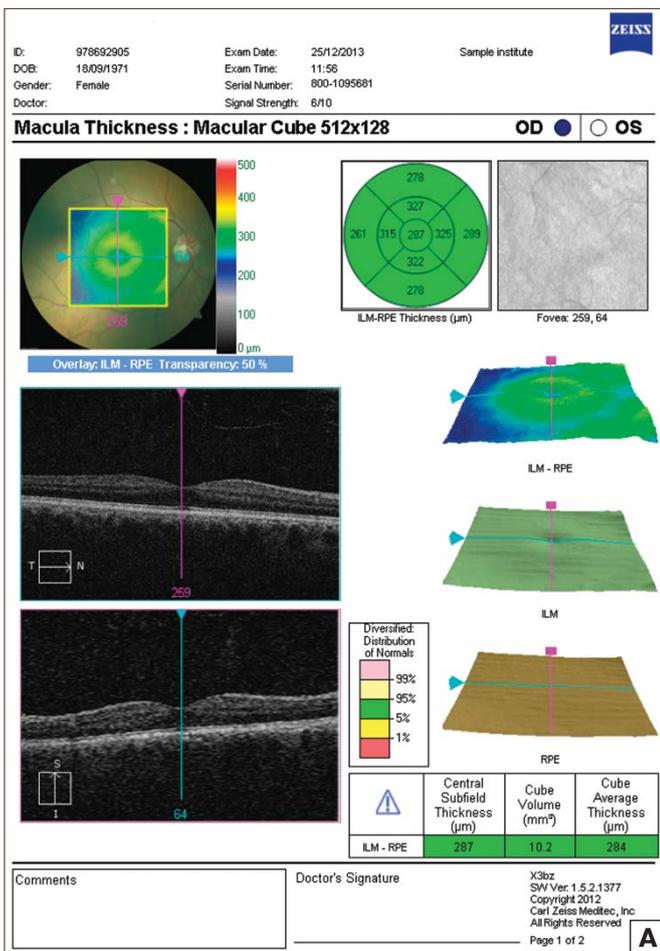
Томограмма сетчатки правого (А) и левого (Б) глаза пациентки В.
